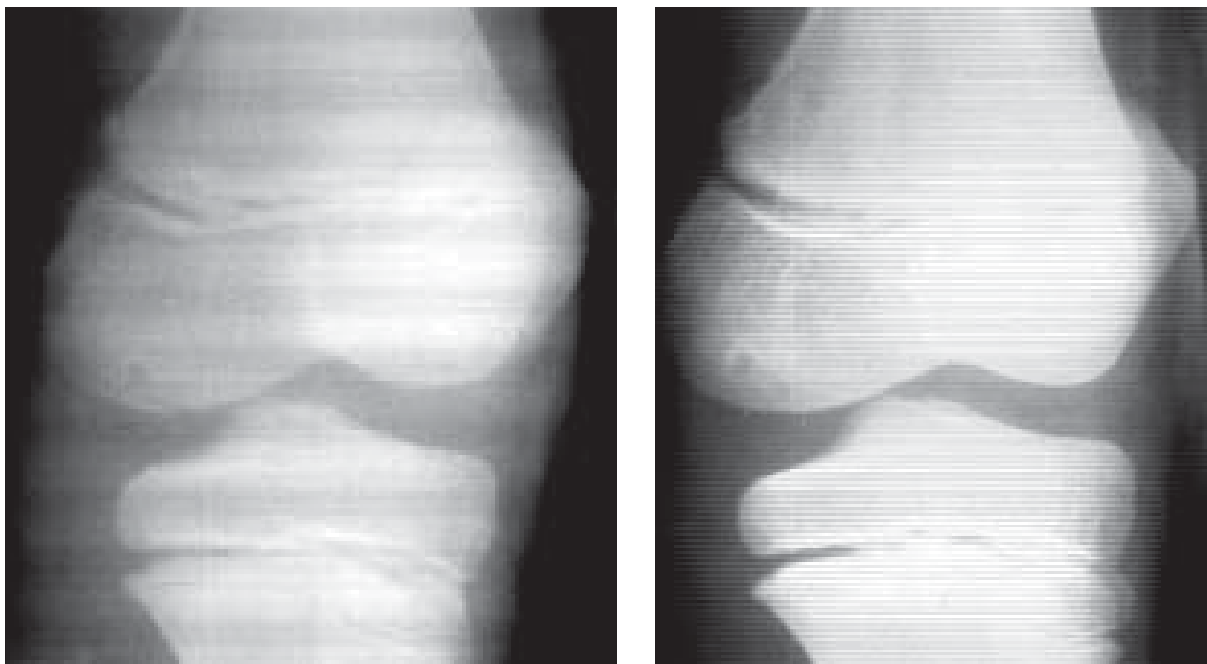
7. Osteocondrita disecantă condil intern femural drept, 9 ani. Radiografii de genunchi în incidență oblică. Linie transparentă, inelară situată sub cartilajul de creștere care delimitează un mic fragment osos.
